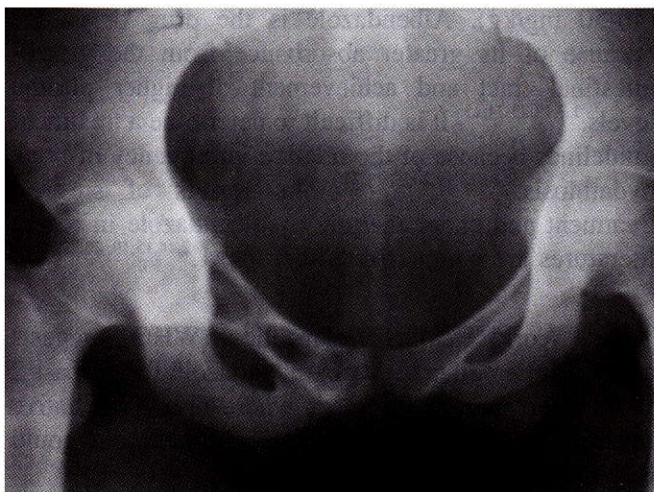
X-ray show well define multilocular osteolytic lesion in the superior pubic rami extent from 1 cm lateral to symphysis pubis medially to acetabulum laterally.
